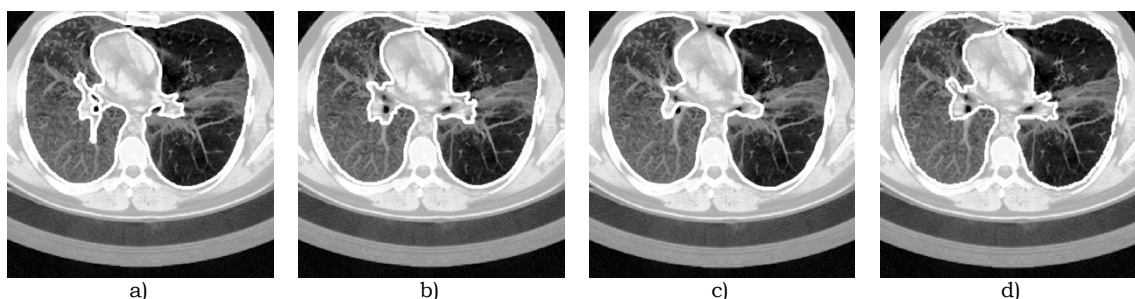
Imagem equalizada de TAC da região pulmonar intermédia sem sobreposição visual das regiões pulmonares, com os contornos: a), b) e c) obtidos pelos Métodos Rápido, com Separação de Pulmões e Contornos Activos, respectivamente; d) de referência.
